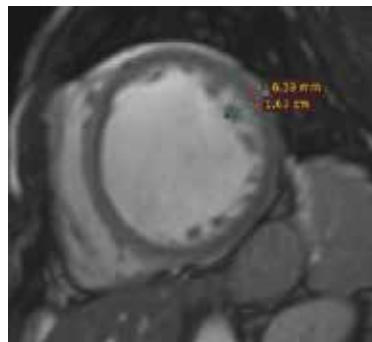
МРТ сердца в проекции короткой оси левого желудочка на уровне средних сегментов. NC/C>2.3
